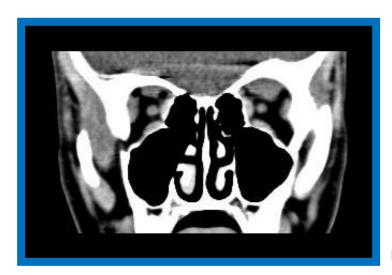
TC de las órbitas
